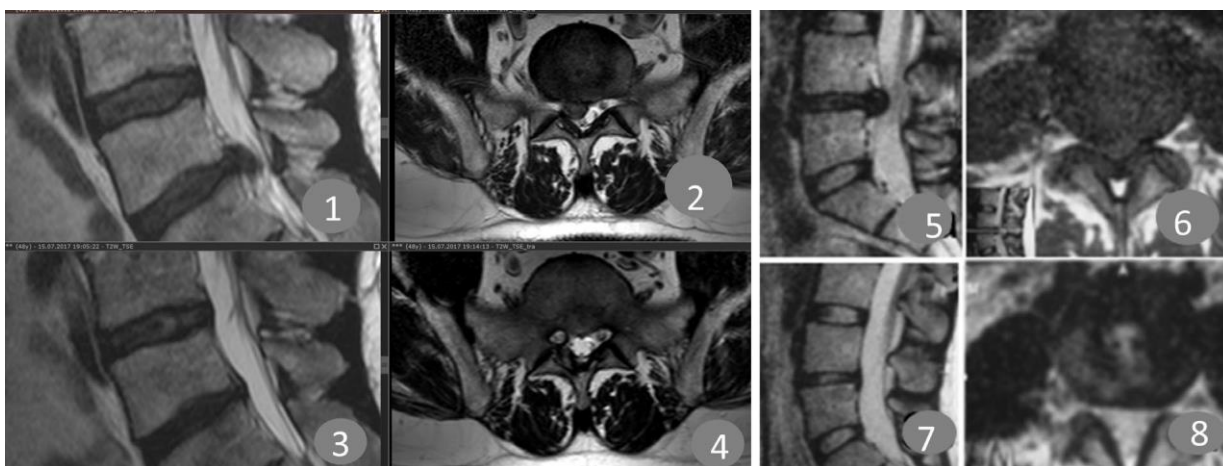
МРТ пациентов до и после чрескожных эндоскопических вмешательств: 1,2, 5, 6 – до операции, 3,4 – после трансфораминальной дискэктомии, 7, 8 – после междужковой дискэктомии
